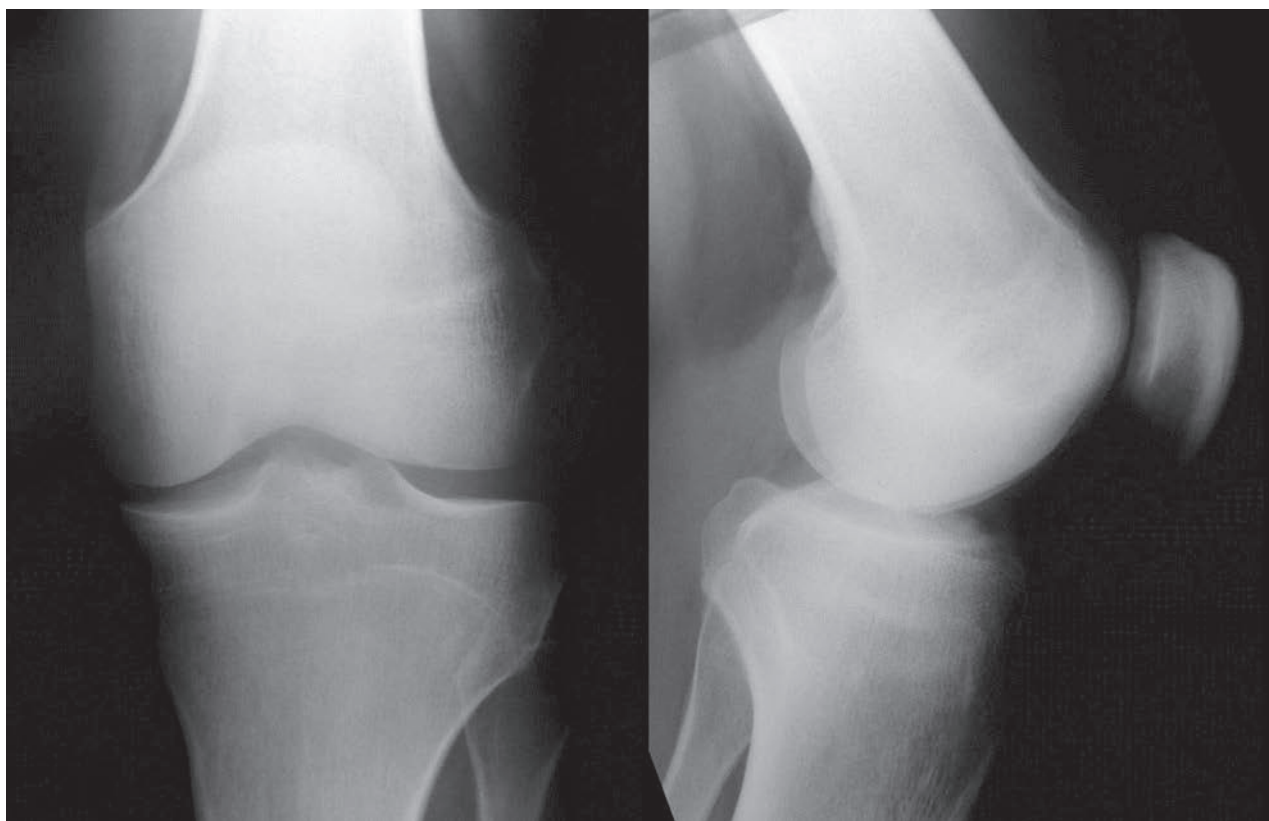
Radiografías Rodilla donde no se observan lesiones óseas
